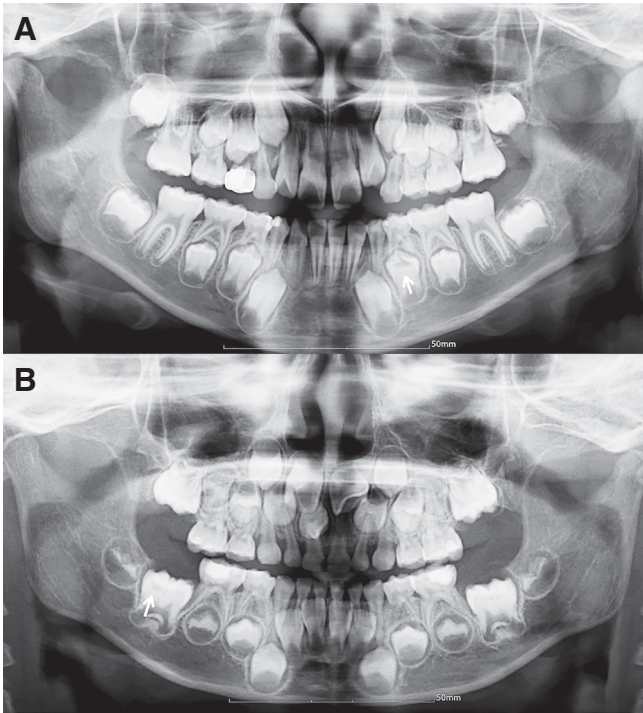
Examples of pre-eruptive intracoronar radiolucencies on panoramic radiographs. (A) Mandibular left first premolar with pre-eruptive intracoronar radiolucency (arrow). (B) Mandibular right first molar with pre-eruptive intracoronar radiolucency (arrow).
